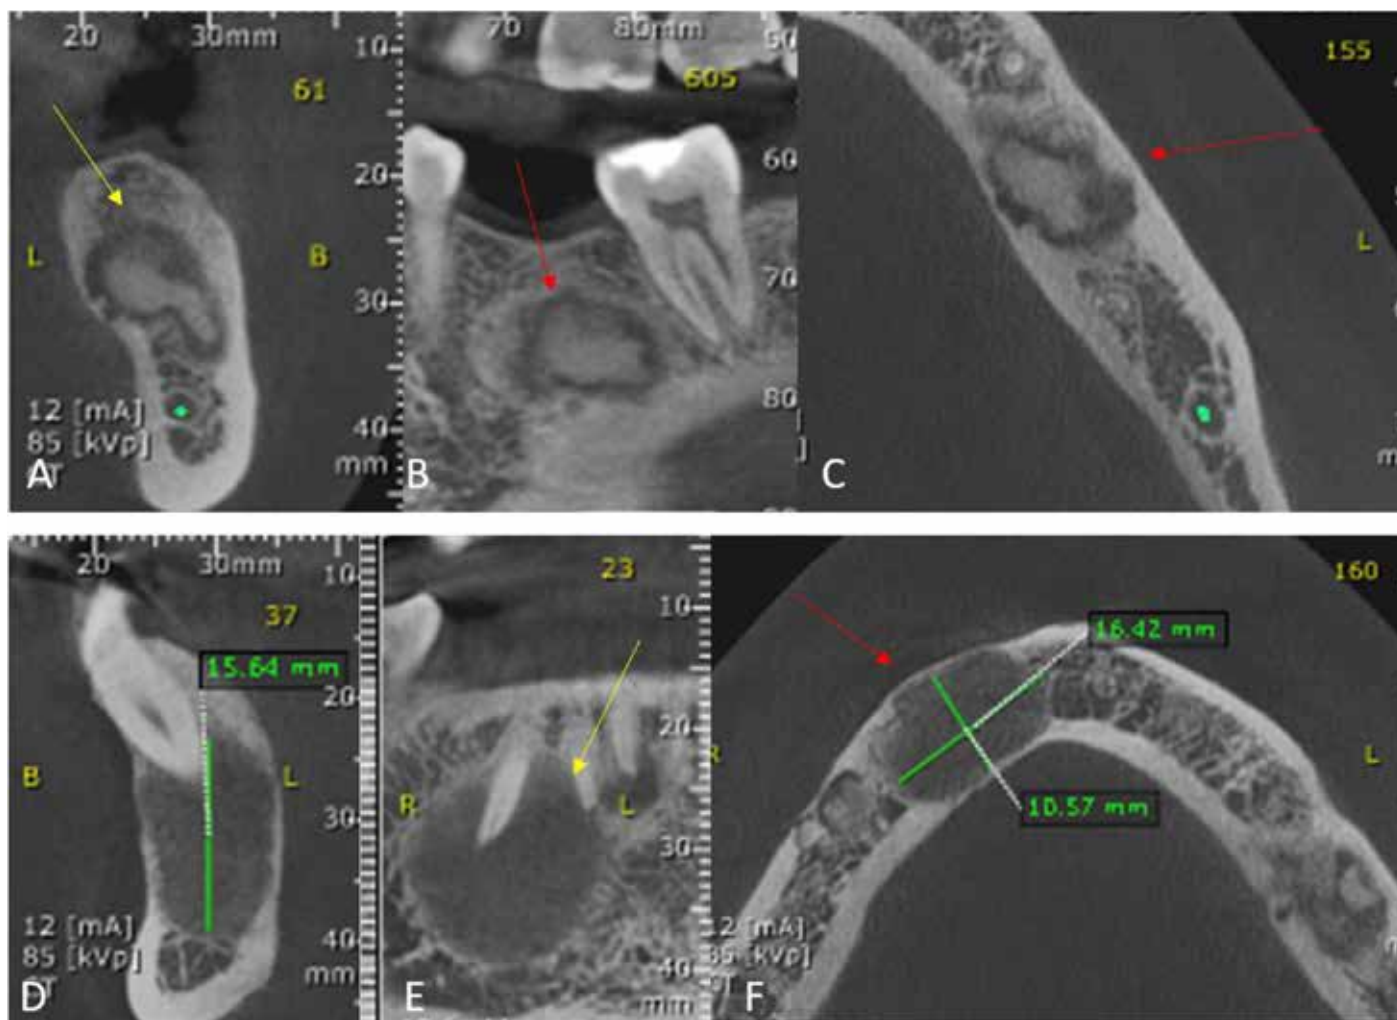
A: Examen de tomografía computarizada de haz cónico (TCHC) sector de diente 3.6. Imagen transversal: lesión con centro hiperdenso de forma irregular (flecha amarilla). B y C: Examen de TCHC diente 3.6. Imagen sagital y axial: Halo hipodenso periférico (flechas rojas). D: Examen TCHC sector de diente 4.3. Imagen transversal. E: Examen de TCHC sector de diente 4.3. Imagen Sagital: Lesión hipodensa de forma ovalada, de límites parcialmente definidos y corticalizados, próximo a ápices de 4.3 y 4.4 (flecha amarilla). F: Examen de TCHC sector de diente 4.3. Imagen axial: Se observa adelgazamiento de corticales vestibular y lingual (flecha roja).
